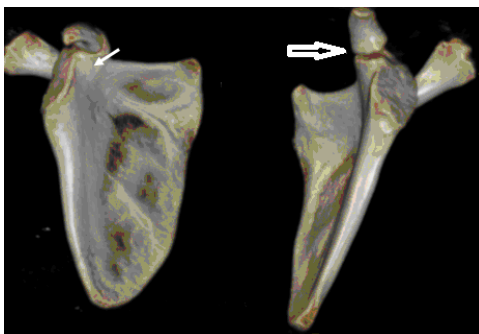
КТ лопаток с 3D костной реконструкцией пациента Л. 9 лет. Синостозирование медиальной части основания КОЛ и верхней части гленоида левой лопатки (указано тонкой белой стрелкой), отсутствие синостозирования в этой же зоне справа (указано двойной толстой белой стрелкой)
